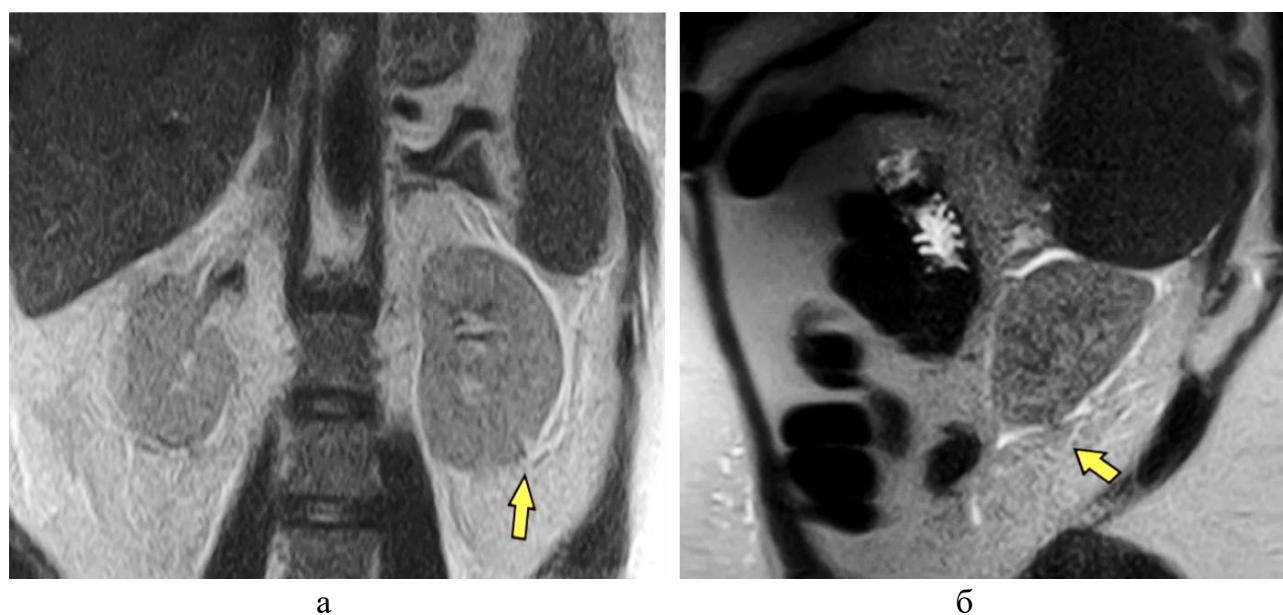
Нативные МР-томограммы пациента К. (мультипланарные реконструкции) почек и брюшинного пространства: коронарное Т2-ВИ (FASE) (а) и сагиттальное Т2-ВИ (FASE) (б). Исследование выполнено в динамике на 3-й день после травмы, где определяется разрыв паренхимы нижнего полюса левой почки (желтые стрелки)
